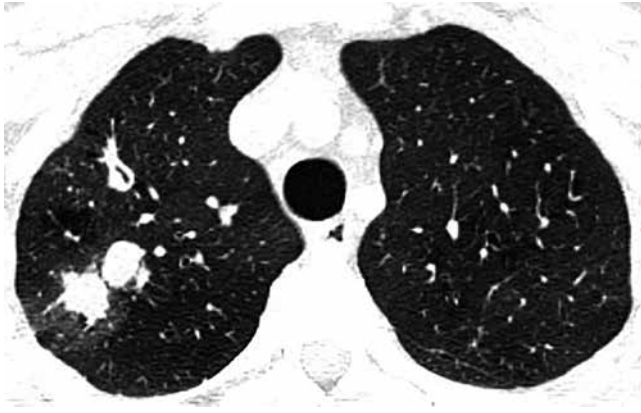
Аксиальный срез КТ ОГК (легочное окно) пациента М. (27 лет) с впервые выявленными изменениями легких, с отрицательными результатами микроскопии мокроты на микобактерии туберкулеза. В верхушечном сегменте верхней доли правого легкого S₁ 2 округлых тени (туберкулема) солидной плотности размером 11 × 12 мм с очагами отсева
